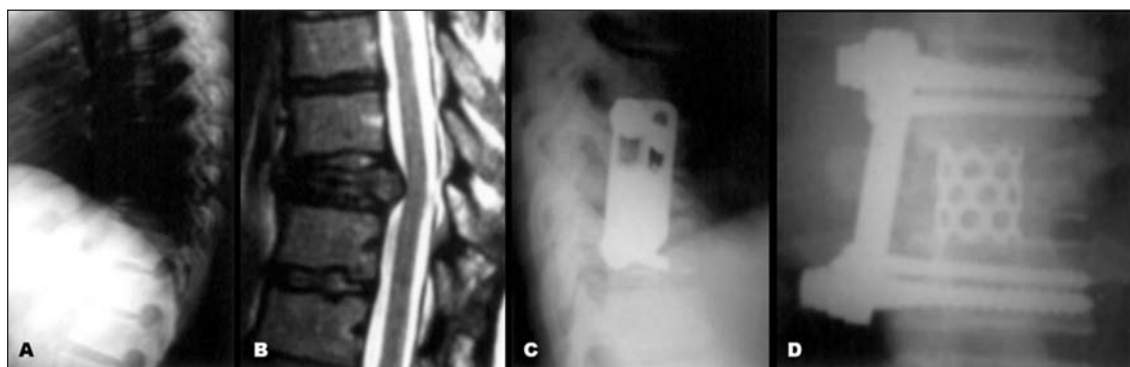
Raios-X simples de coluna torácica (A) e ressonância magnética de coluna lombar em T2 (B) mostrando destruição neoplásica do corpo vertebral de T8 com comprometimento do canal vertebral. Controle radiológico em perfil (C) e ântero-posterior (D) após a abordagem anterior com corpectomia e fixação interna com cilindro e placa anterior (Caso 9).
